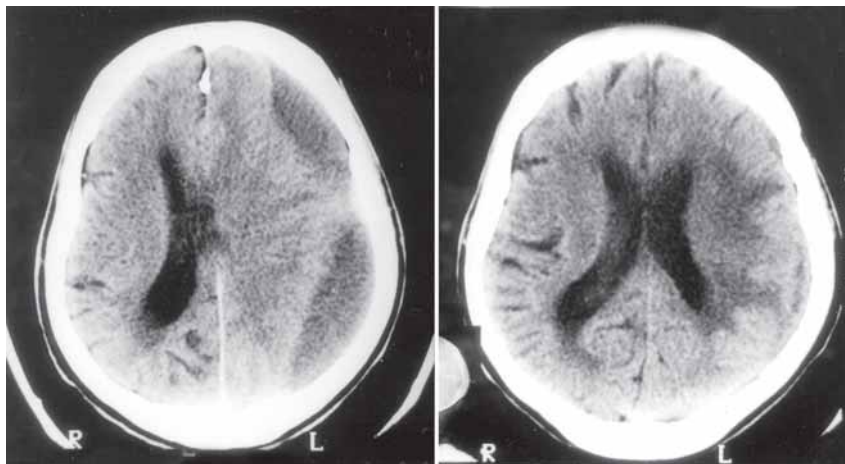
Caso 1 (81 anos): TC pré-operatória em 3/7/1998; cirurgia em 10/7/1998; TC de controle pós-operatório em 11/8/1998.
